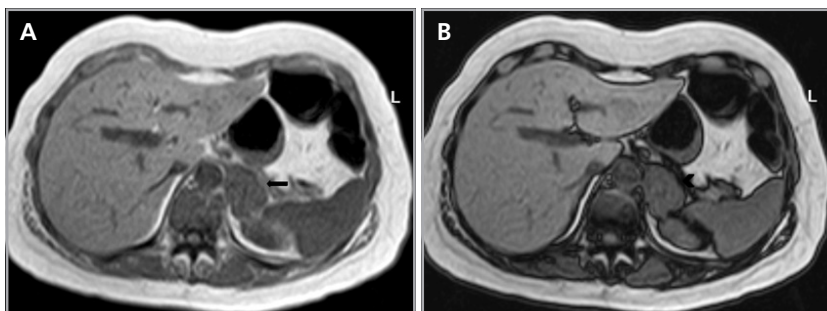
Metástasis de Ca mama. Cortes axiales de RM, secuencias en fase (a) en que se observa una masa suprarrenal izquierda (flecha) y fuera de fase (b) que no presenta caída de su señal en secuencia fuera de fase (cabeza de flecha).
